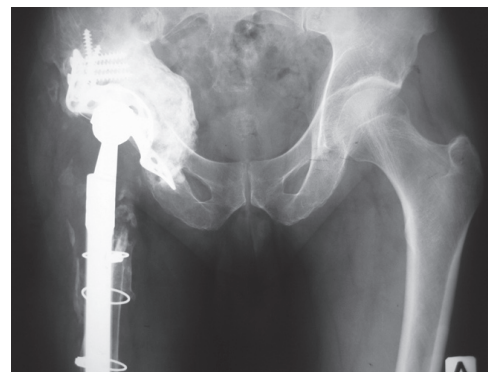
Рентгенограмма пациента К. В. Д. после ревизионного эндопротезирования
